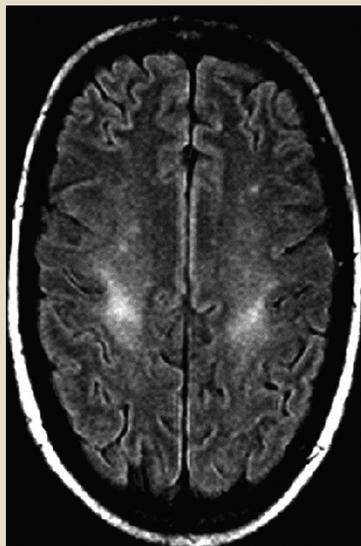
Resonancia magnética cerebral en un paciente con cirrosis hepática utilizando la técnica FLAIR. Se interpreta que el incremento de la señal T2 en el recorrido de la vía corticoespinal se produce tras el desarrollo de edema cerebral leve a lo largo de esta vía.
